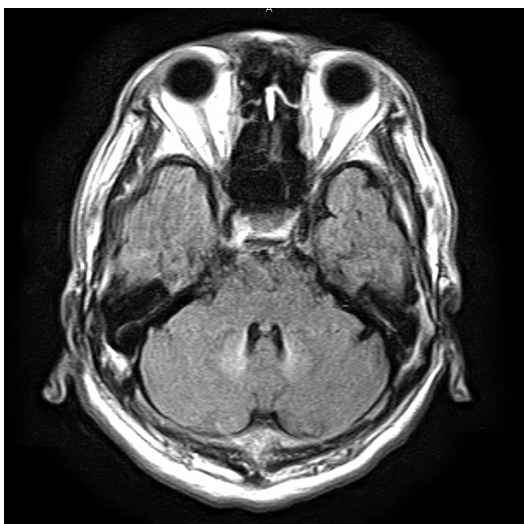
前医MRI FLAIR像 (X年5月)
